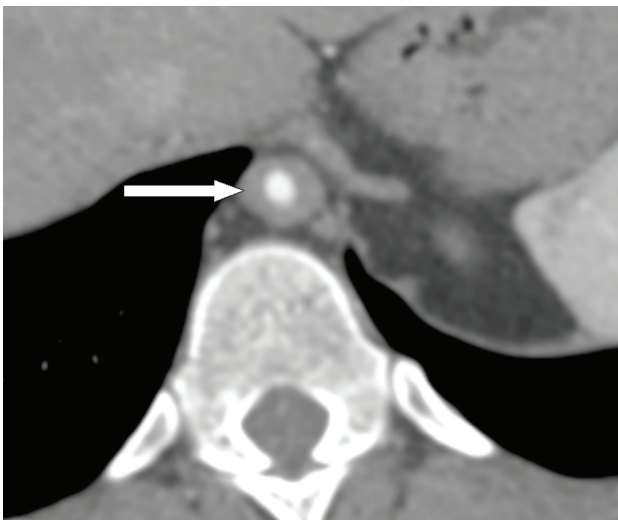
Ressonância magnética demonstrando espessamento e inflamação parietal da aorta na arterite de Takayasu.
